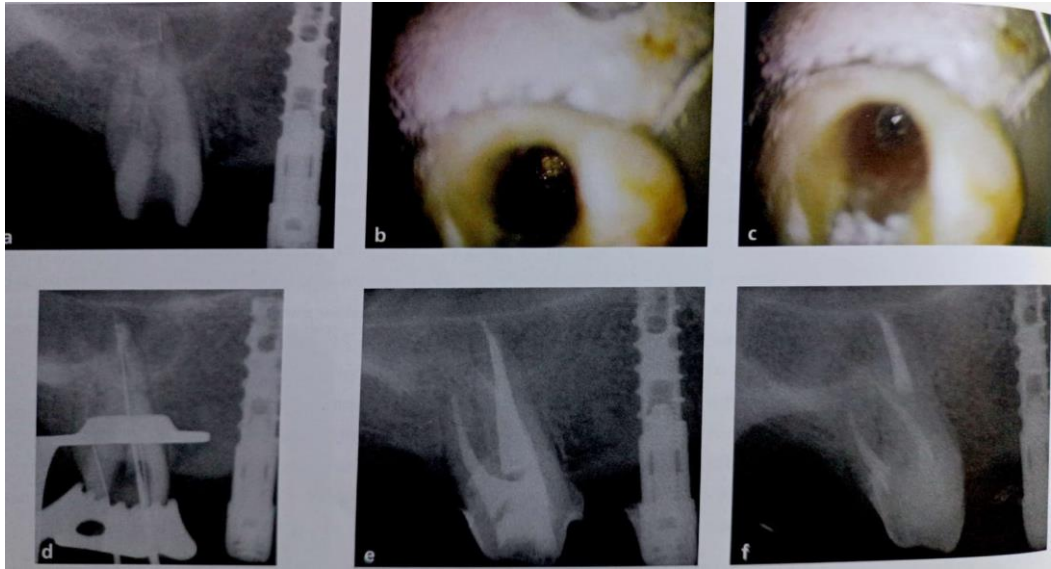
(a) Instrumento separado en el ápice del conducto palatino de un segundo molar superior; el odontólogo refirió haber perforado el foramen apical en el intento por remover el instrumento. (b) y (c) Se observa el instrumento alojado en el tercio apical. (d) Retiro del fragmento separado y reparación de la perforación con MTA. (e) Radiografía posoperatoria. (f) Control 6 meses después. ¹⁶
